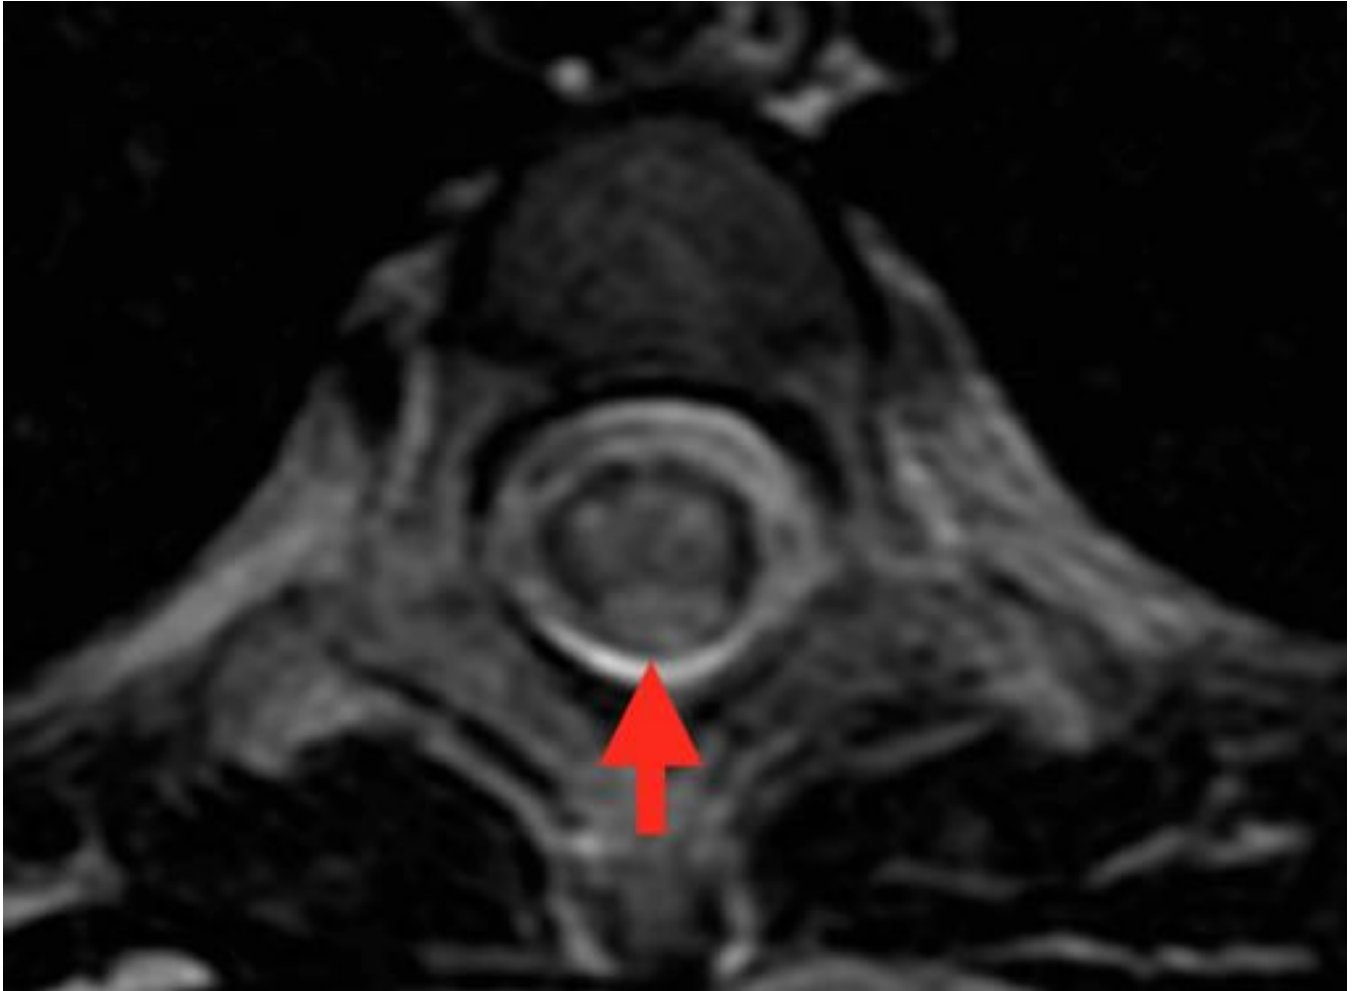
Metástasis de meduloblastoma. Paciente anterior. Imagen de RM axial T2 que muestra una voluminosa metástasis intramedular central, de señal hiperintensa con respecto a la médula espinal (flecha roja).
